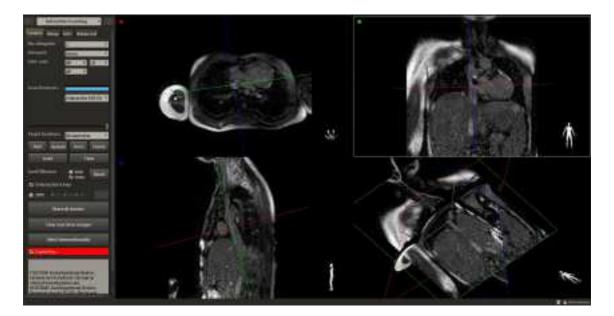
3D bSSFP (imagen inferior derecha) utilizado para la planificación y ejecución de cateterismo guiado por resonancia cardíaca (resto de la imagen) en un paciente de 12 años con Hipoplasia de cavidades izquierdas tras operación de Fontan.
